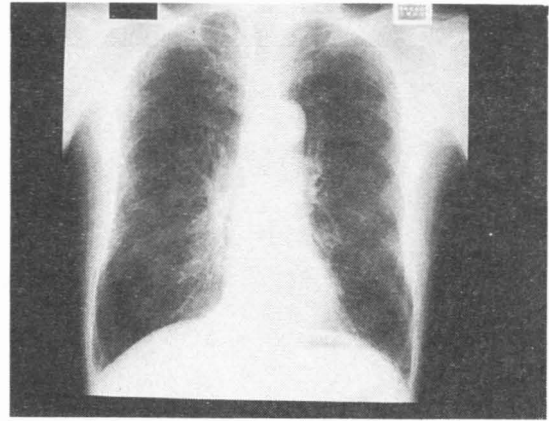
Chest radiograph on admission showing a hyperlucent lung and descent of the diaphragm
